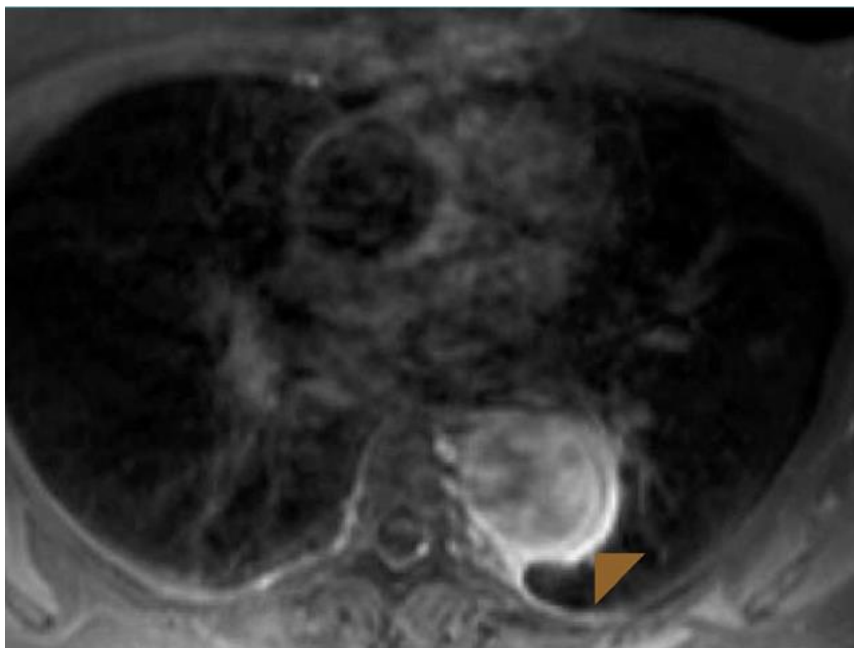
Angio-IRM mettant en évidence la prise de contraste au niveau de l'aorte descendante (48)
